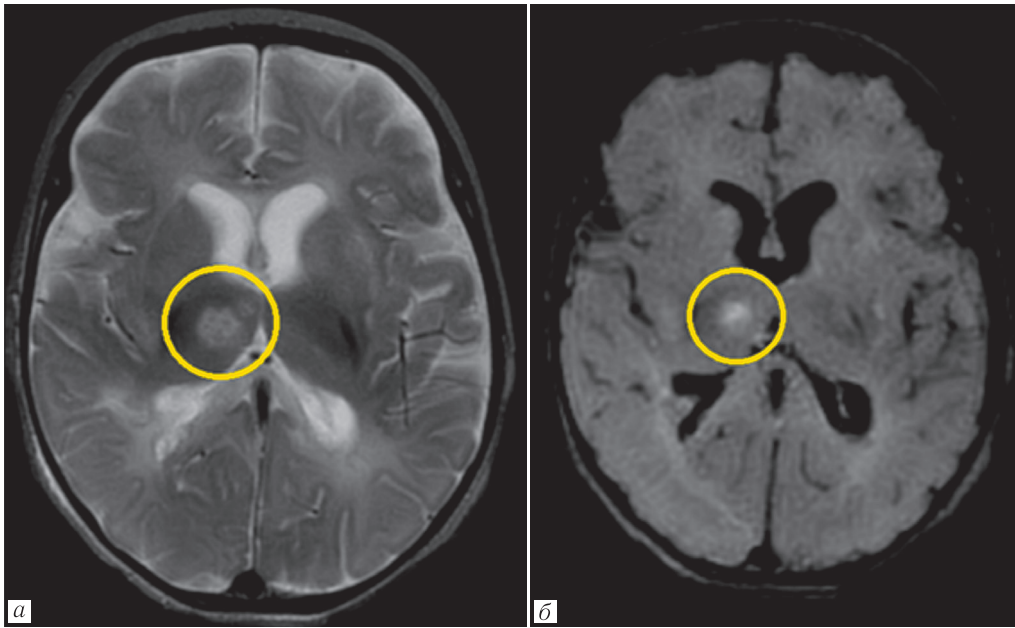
Магнитно-резонансная томография головного мозга. Т2-ВИ (а) и режим FLAIR (б). Очаг в правом таламусе (сплошная линия)
